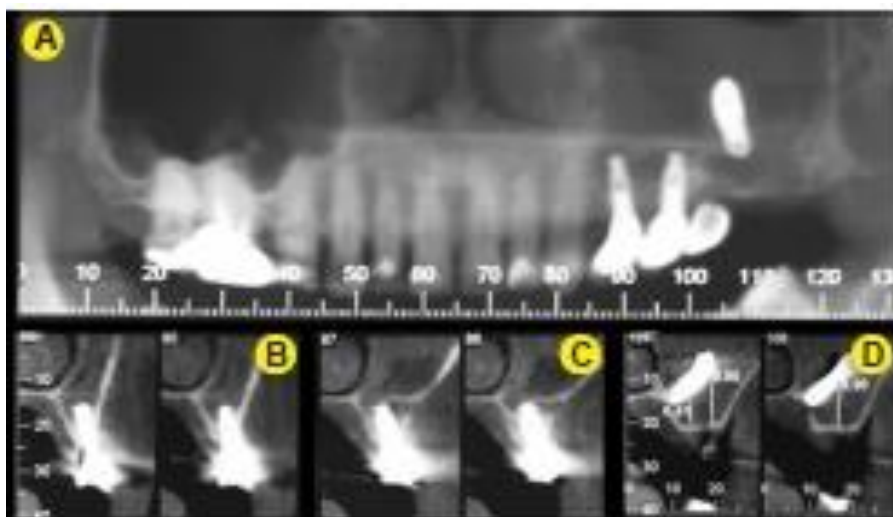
Tomografia computadorizada feixe cônico do terceiro paciente.
